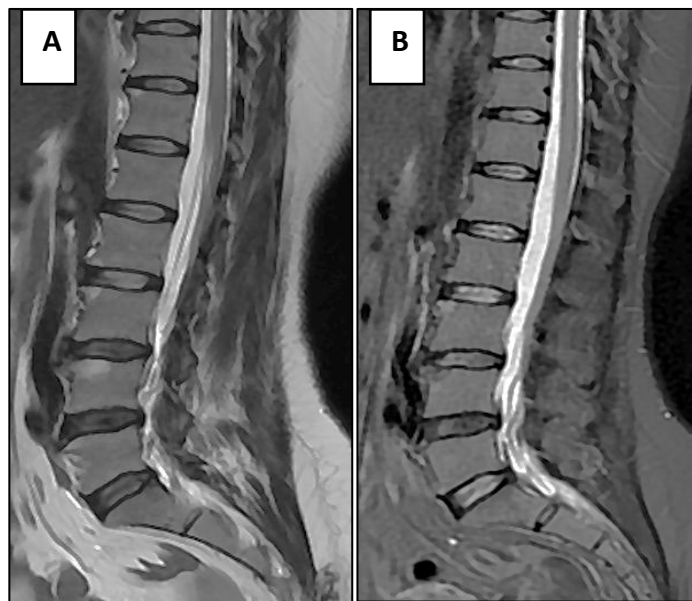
Images d'IRM du rachis lombaire en séquences T2 sagittale (A) et STIR sagittale (B) montrant une spondylite de Romanus étagée.
